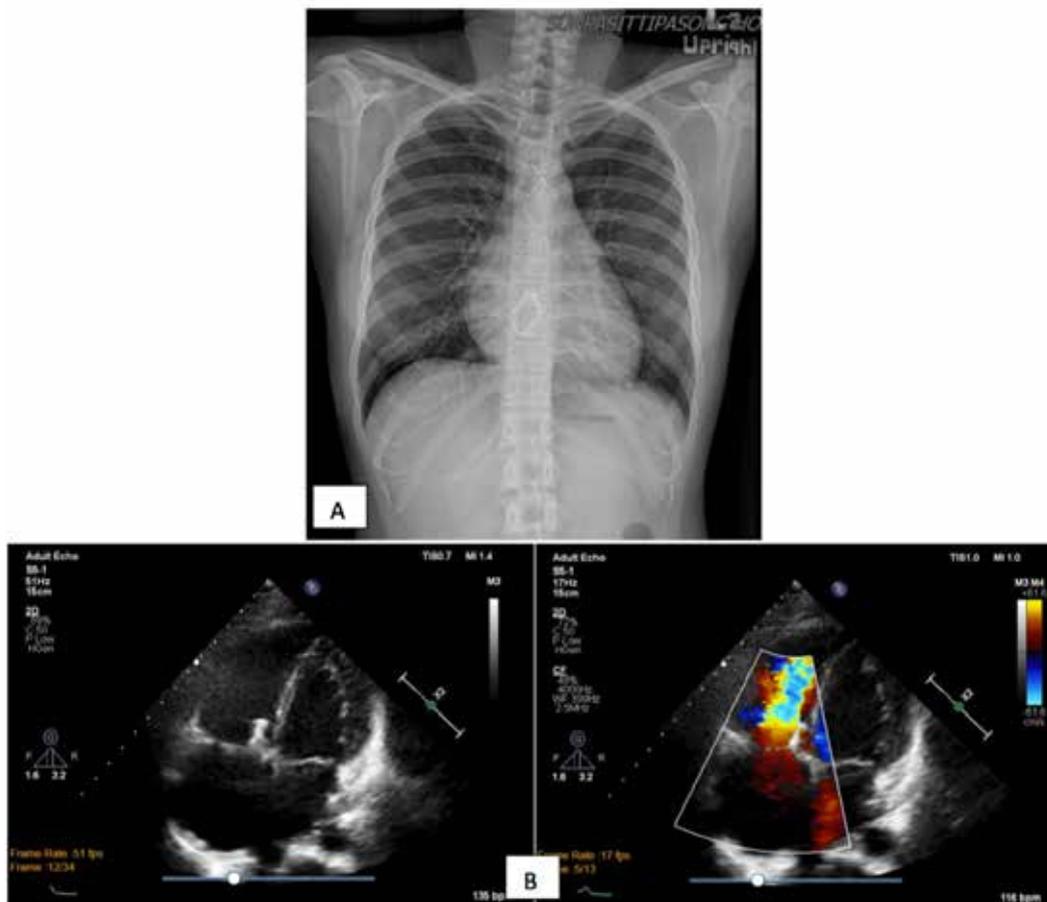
A: Chest X-ray (Post-Operative), B: Echocardiogram
